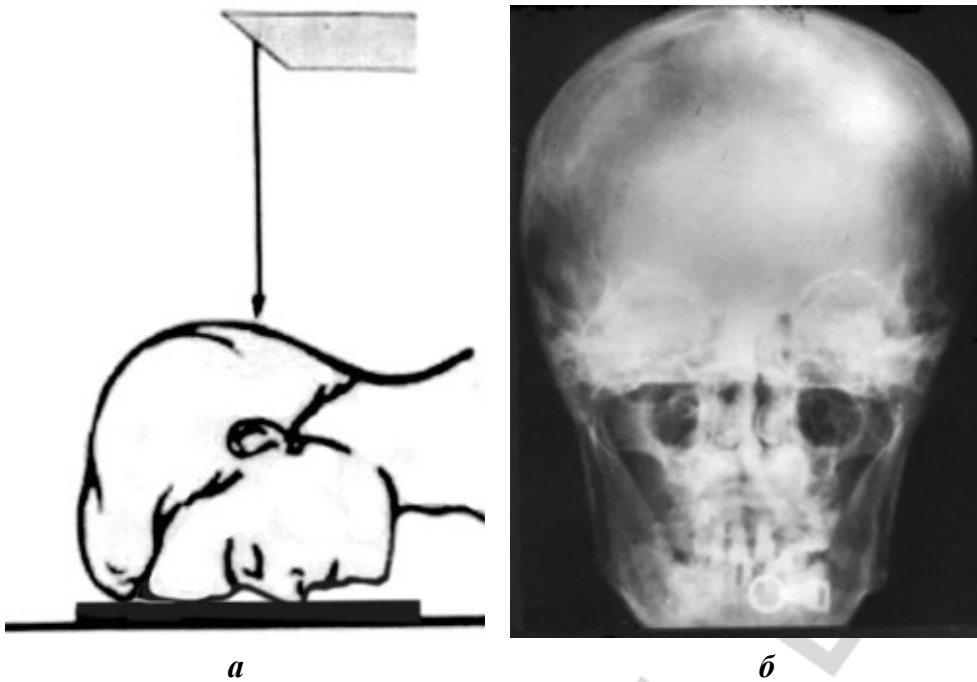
Рентгенография черепа в носолобной укладке:
